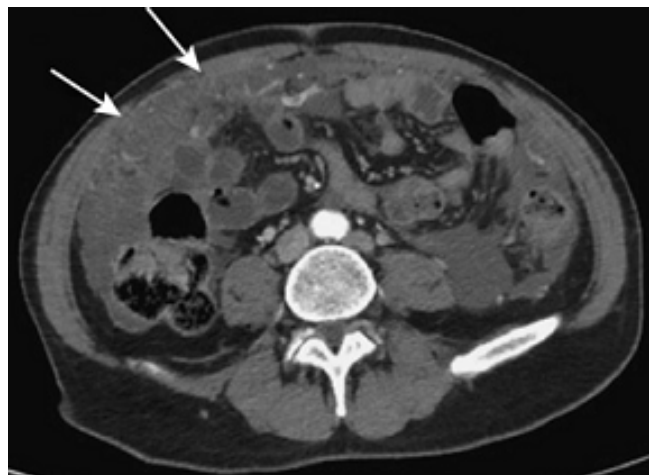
Aspect de gâteau épiploïque sur une TDM [5]
